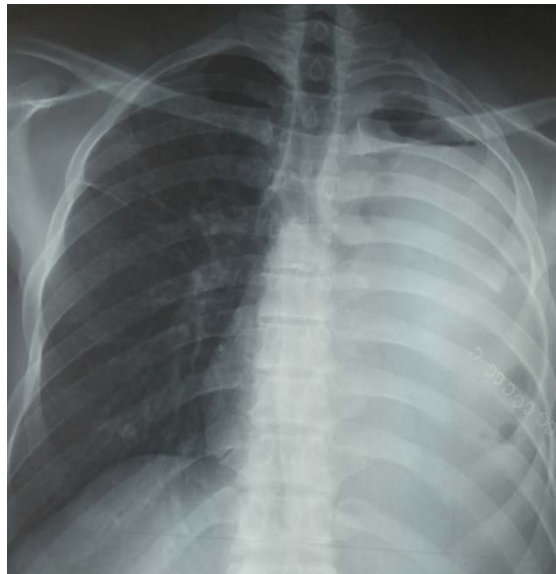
Aspect radiographique chez le même patient après la réalisation de la pneumonectomie.
